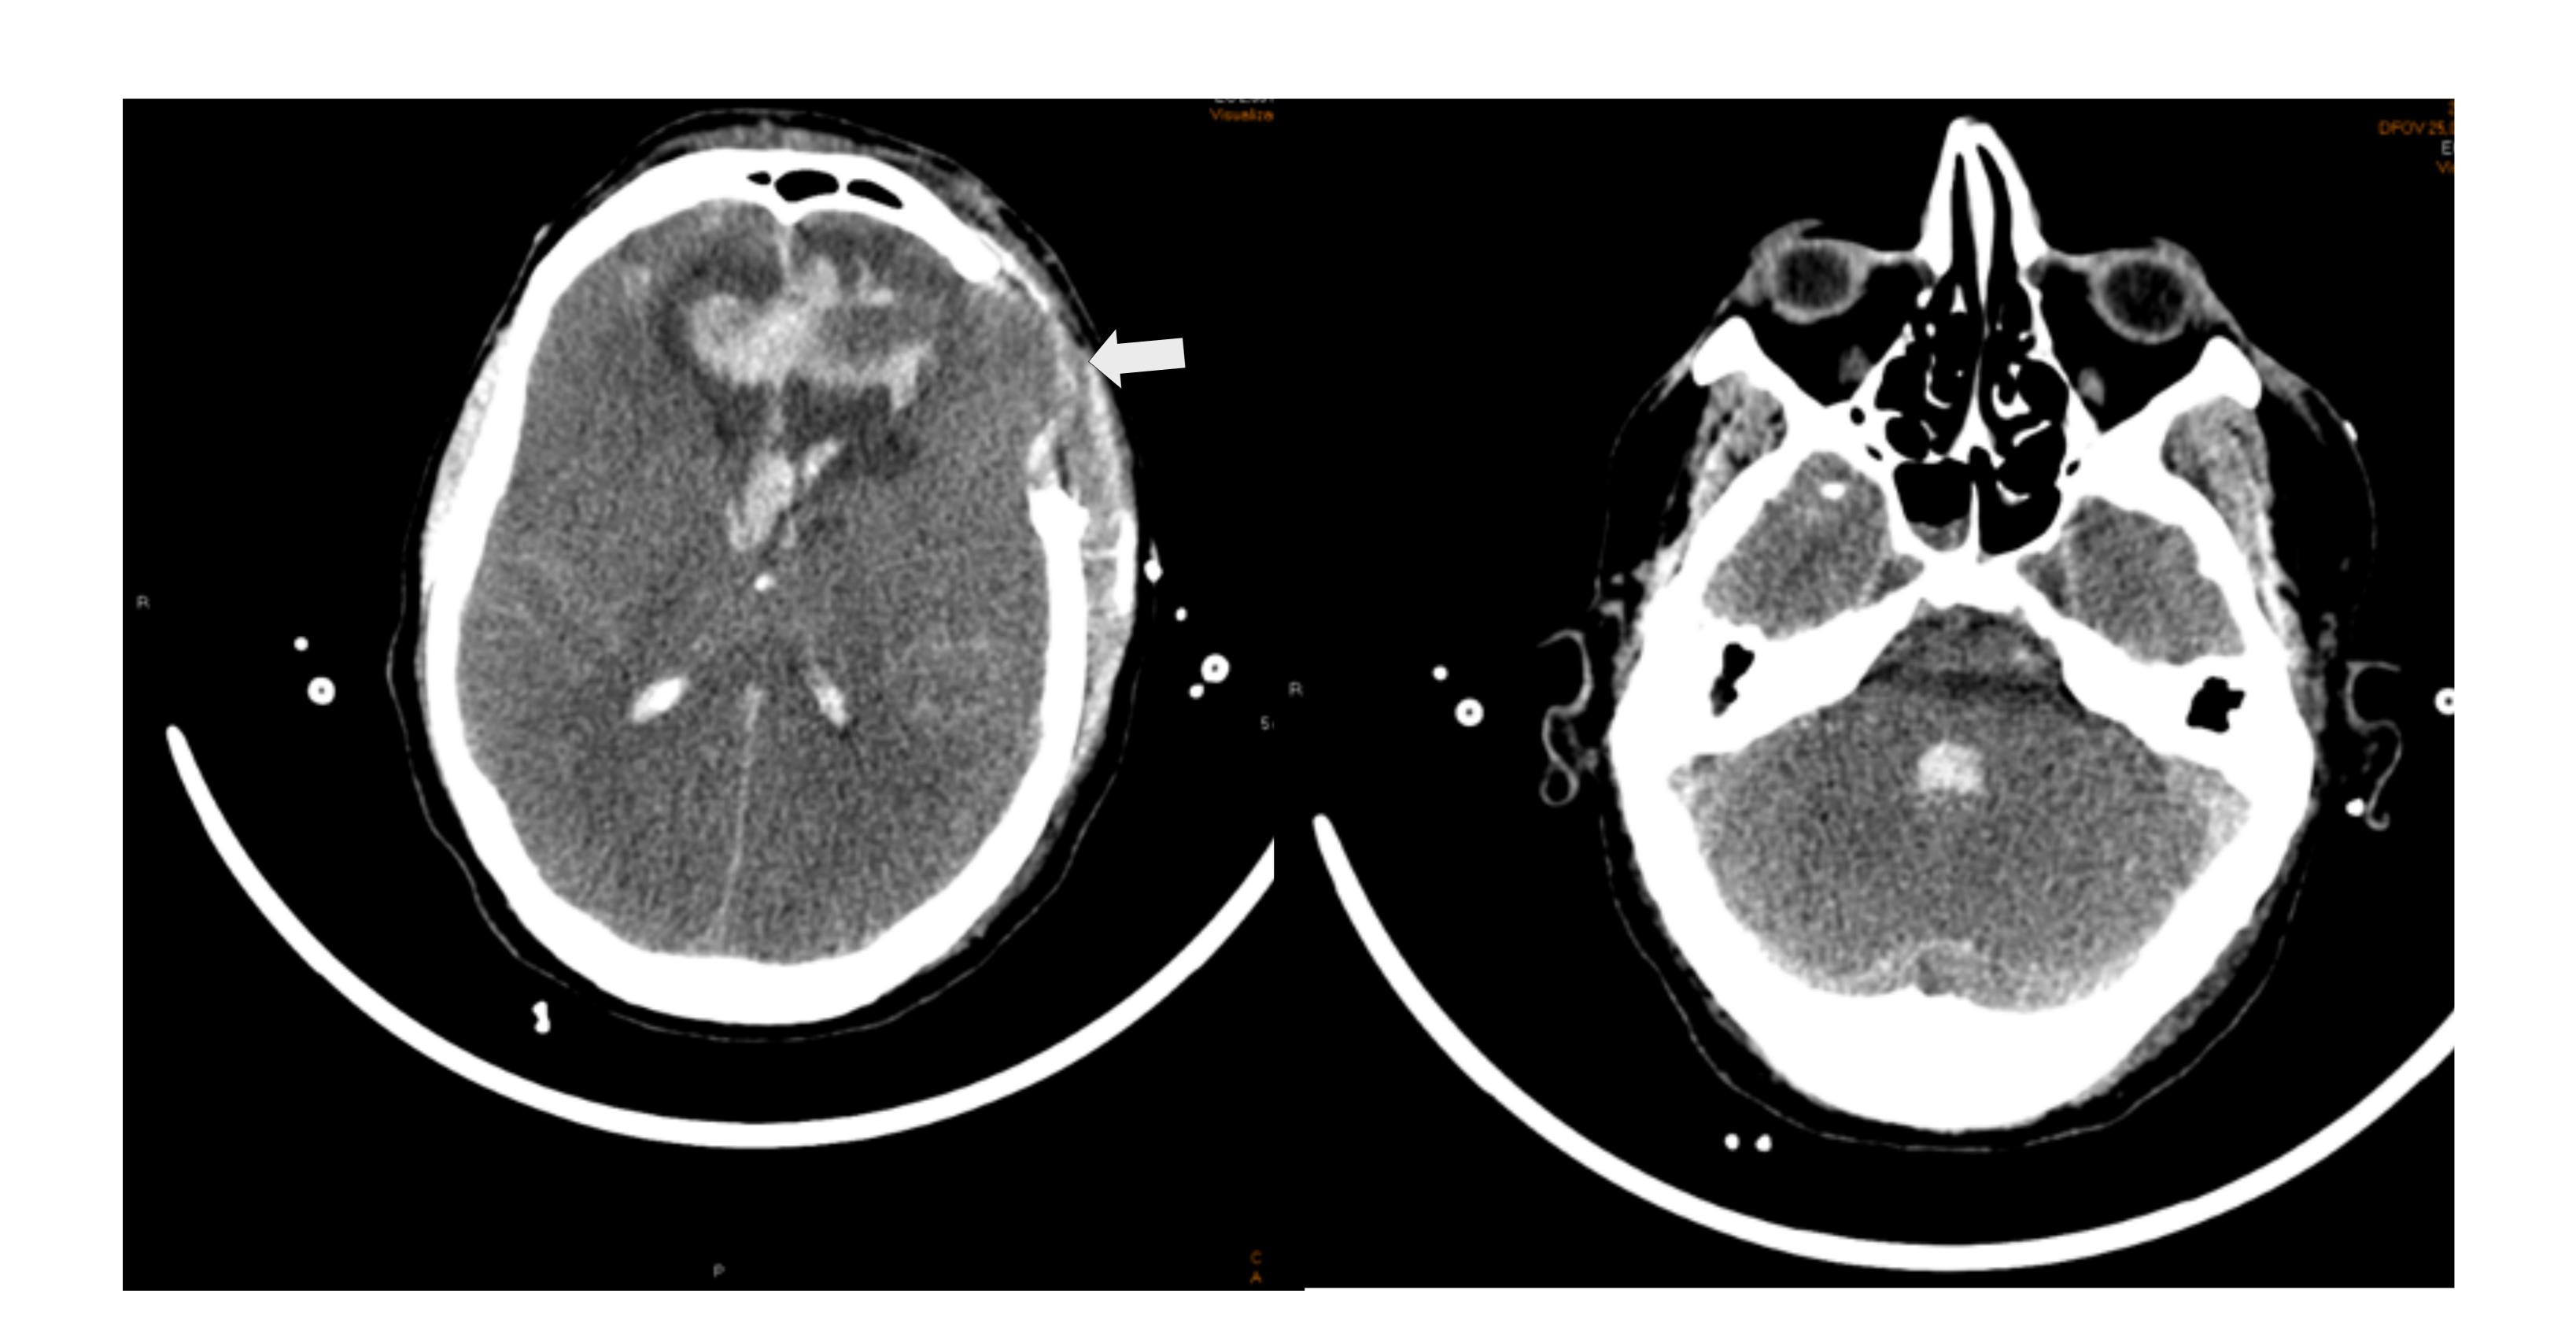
TC de cráneo sin contraste en cortes axiales de paciente con rotura de aneurisma en la arteria comunicante anterior. Se visualiza hematoma intraventricular (ventrículos laterales y tercer ventrículo), y restos hemáticos en lóbulo frontal izquierdo, agujero magno y en espacio subaracnoideo. Herniación del parénquima cerebral por orificio de craniectomía descompresiva frontal izquierda (flecha) y pérdida generalizada de la diferenciación sustancia blanda-sustancia gris con borramiento de los surcos en relación con edema cerebral.
